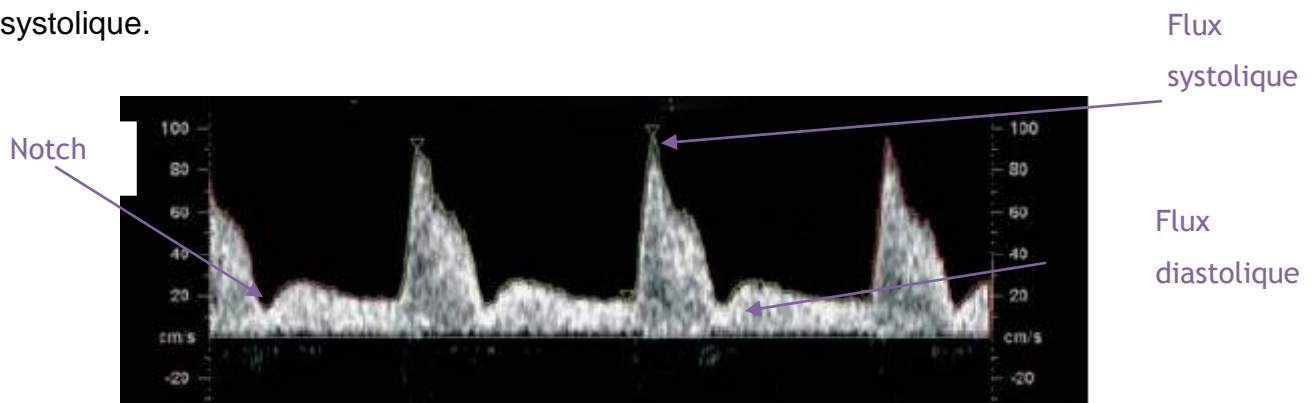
Doppler utérin pathologique [15]
